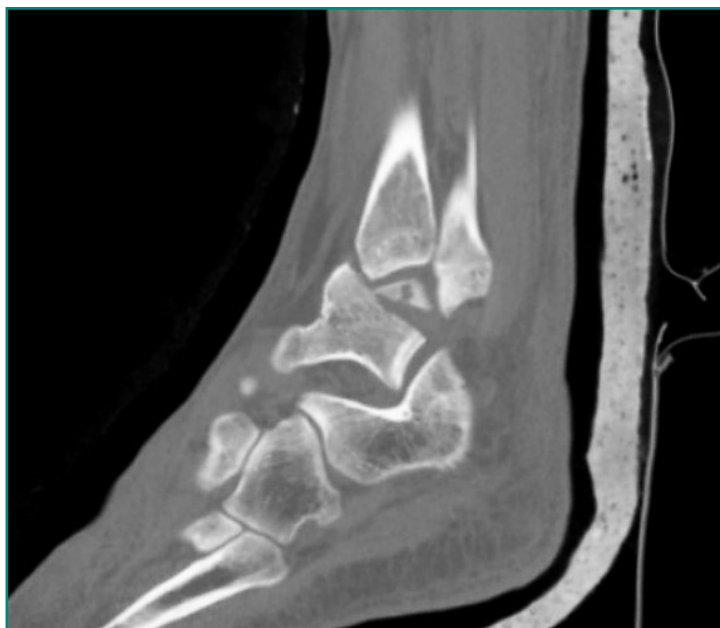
Fractura de cuello de astrágalo desplazada en TC de tobillo.
